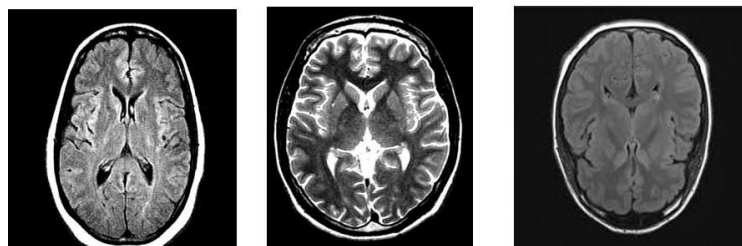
Exemples d'images IRM de la première base de la classe « No »
